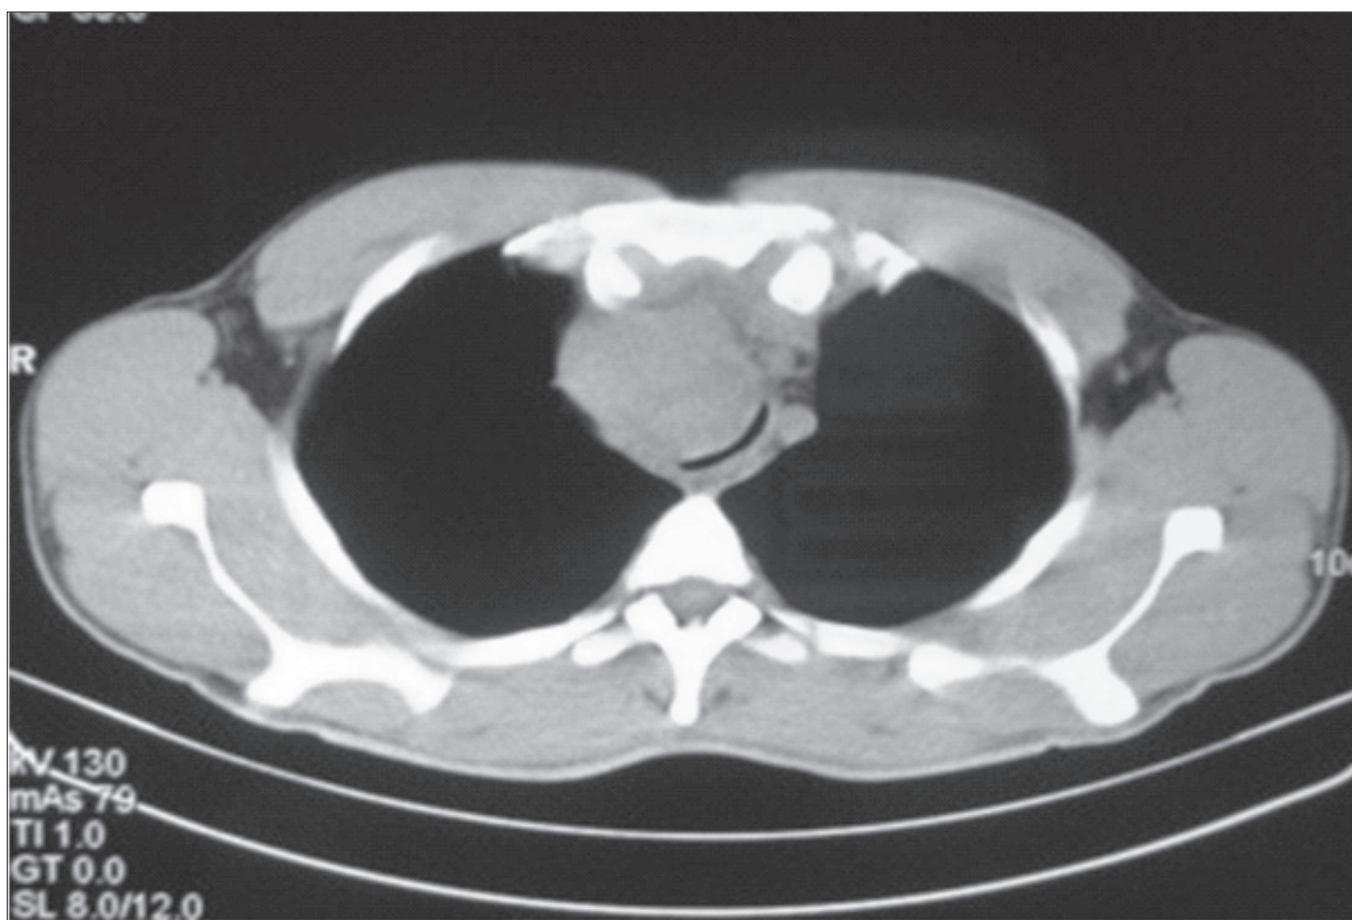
TC tórax sem contraste revelando volumosa expressão de tipo pseudoaneurismático, parcialmente trombosado com origem no tronco arterial braquio-cefálico a cerca de 22 mm.
